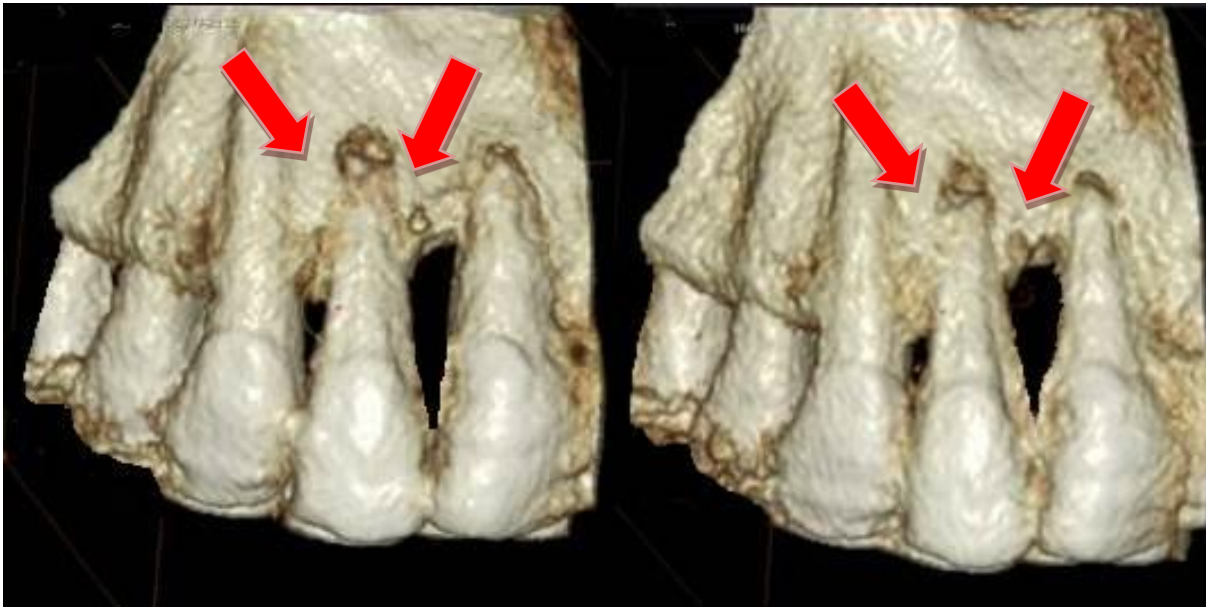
1 Tomografía computarizada. a) La flecha señala la zona a tratar previo a la colocación de SHED; b) La flecha señala el sitio donde hay nuevo tejido después de 3 meses de la colocación de SHED mediante la cirugía periodontal.
